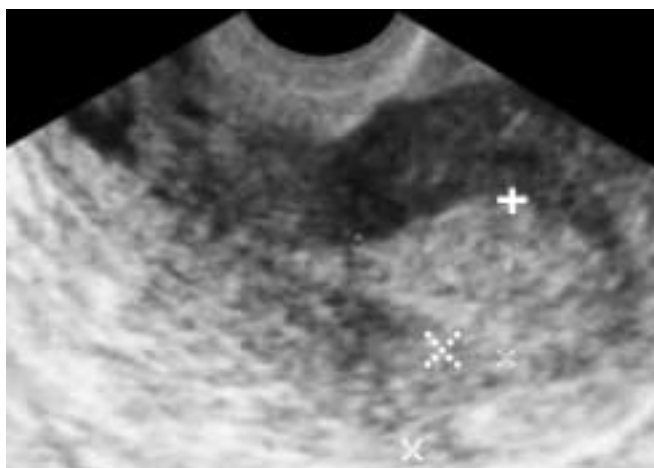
Messung der maximalen Endometriumdicke mittels transvaginaler Sonografie: +...+ = Endometrium; x...x = Myometrium.
